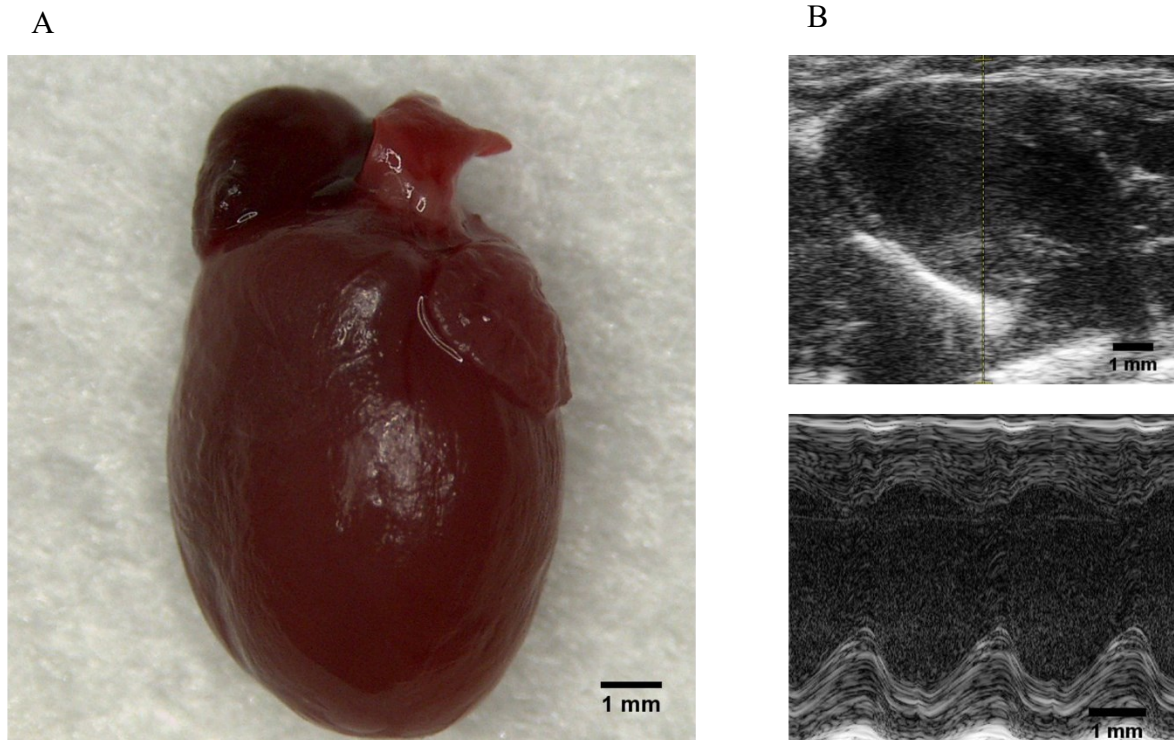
Darstellung der Organgröße und Wanddicken durch Echokardiographie.
